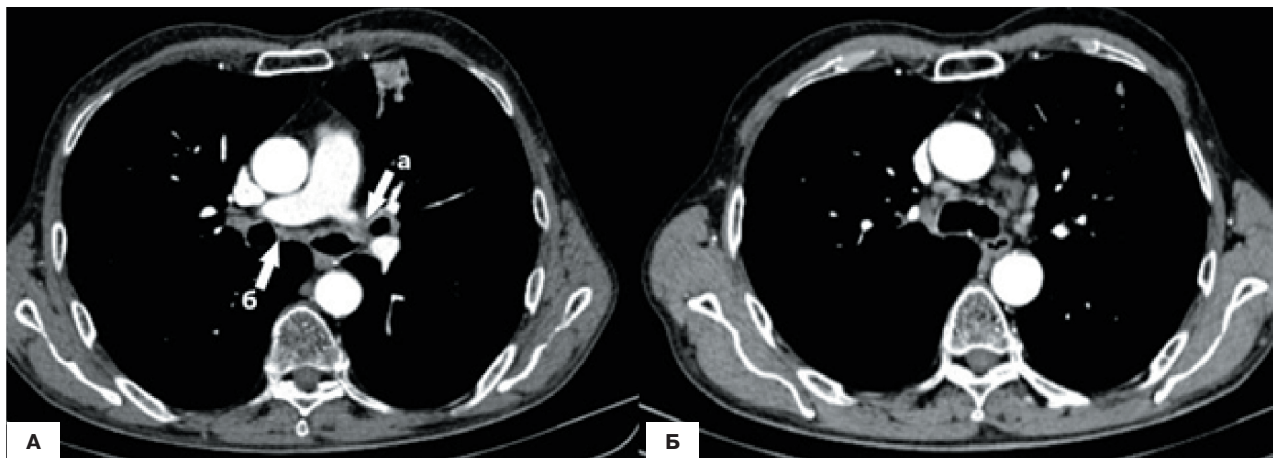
Компьютерная томограмма больного Ю., 72 года. а — опухоль в стенке бронха III сегмента (указано стрелкой); б — отсутствие увеличения размеров лимфатических узлов средостения
